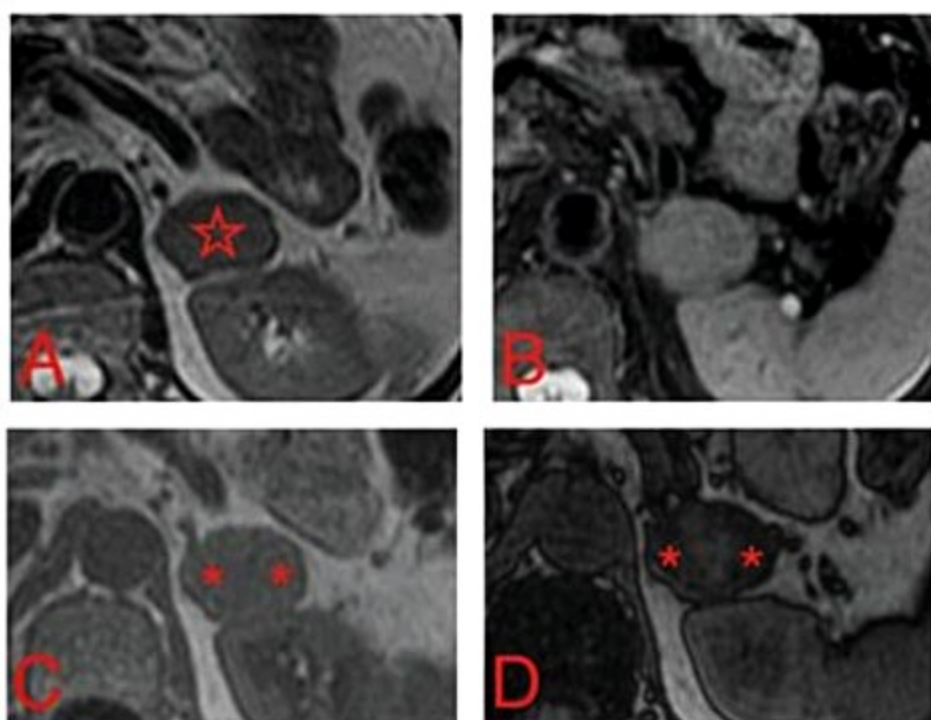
Carcinoma primário de adrenal confirmado por cirurgia. As imagens de ressonância magnética demonstram uma lesão nodular com cerca de 4 cm na adrenal esquerda (estrela em A), de contornos bem definidos, exibindo sinal elevado em T2, semelhante ao do baço (A e B). Destacam-se ainda áreas de deposição de gordura microscópica heterogênea na lesão, identificadas nas sequências *in* e *out-phase* (C e D respectivamente, demarcadas por asteriscos). Pelo tamanho, heterogeneidade e alto sinal em T2 sugeriu-se ressecção cirúrgica, que confirmou carcinoma primário adrenal.
